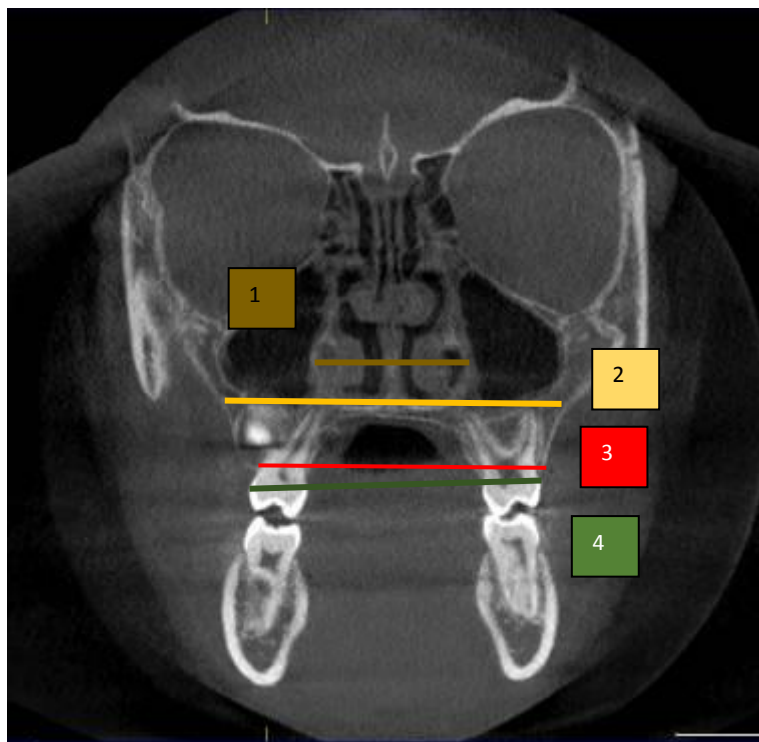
CBCT permanent molar plane
